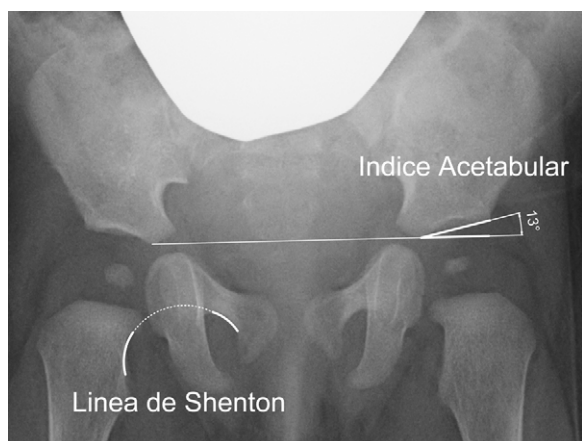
Radiografía anteroposterior de pelvis. La línea de Shenton (cadera derecha) es la medida más utilizada para valorar la relación del acetábulo y el fémur proximal. El índice acetabular (cadera izquierda) es la medida más utilizada para valorar la morfología del acetábulo.
